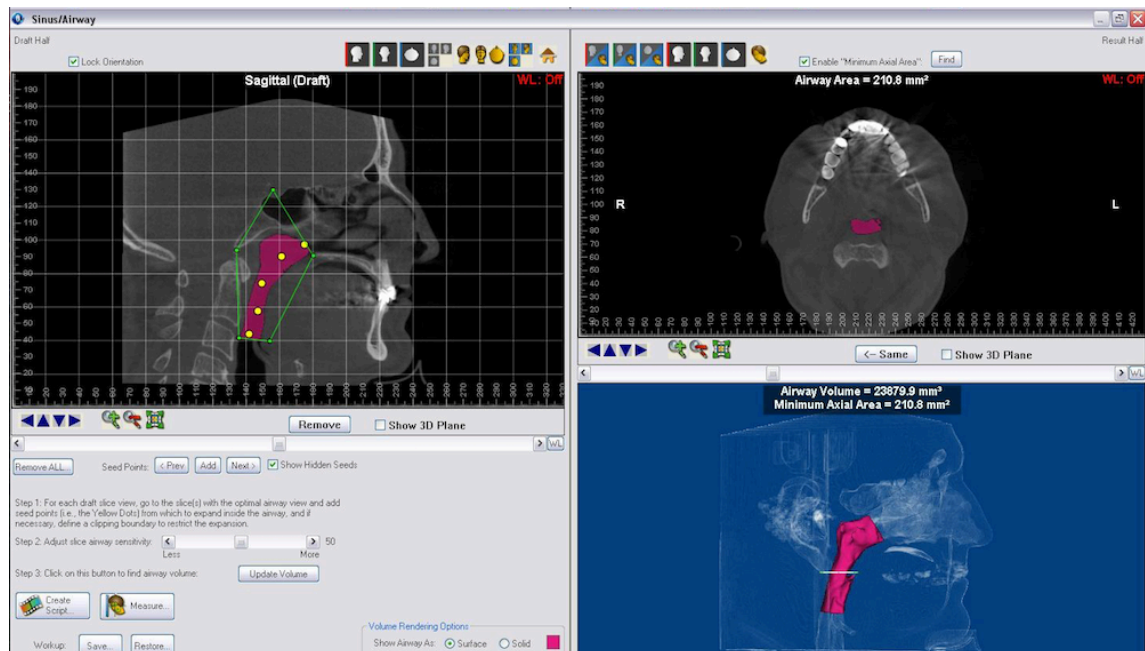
Puntos de referencia y Trazado digital de la vía aérea por medio de estudio de Cone Beam mediante programa *Dolphin Imaging & Management Solutions, Chatsworth Calif. versión 11.7* en vistas sagital (2D y 3D) y axial
